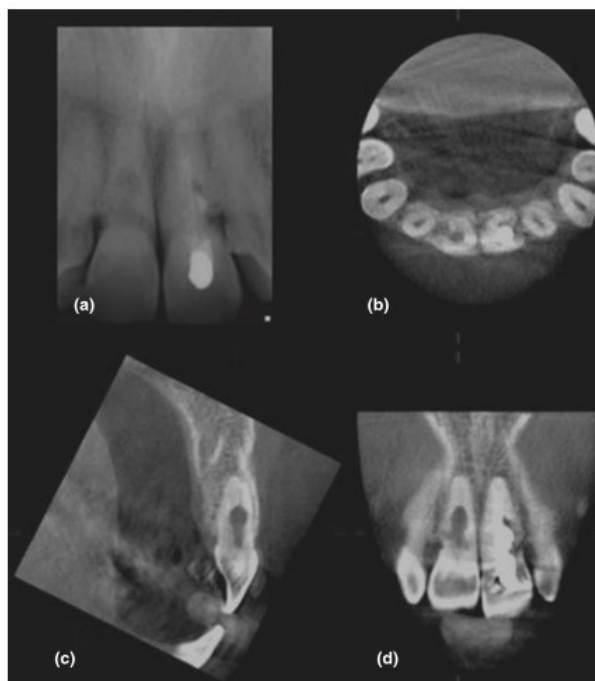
Diagnóstico de RRI através do CBCT e raio X convencional.
